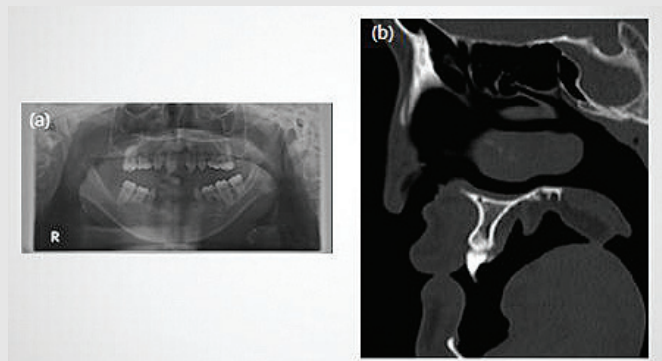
Initial X-ray (a) Panoramic view (b) CT
